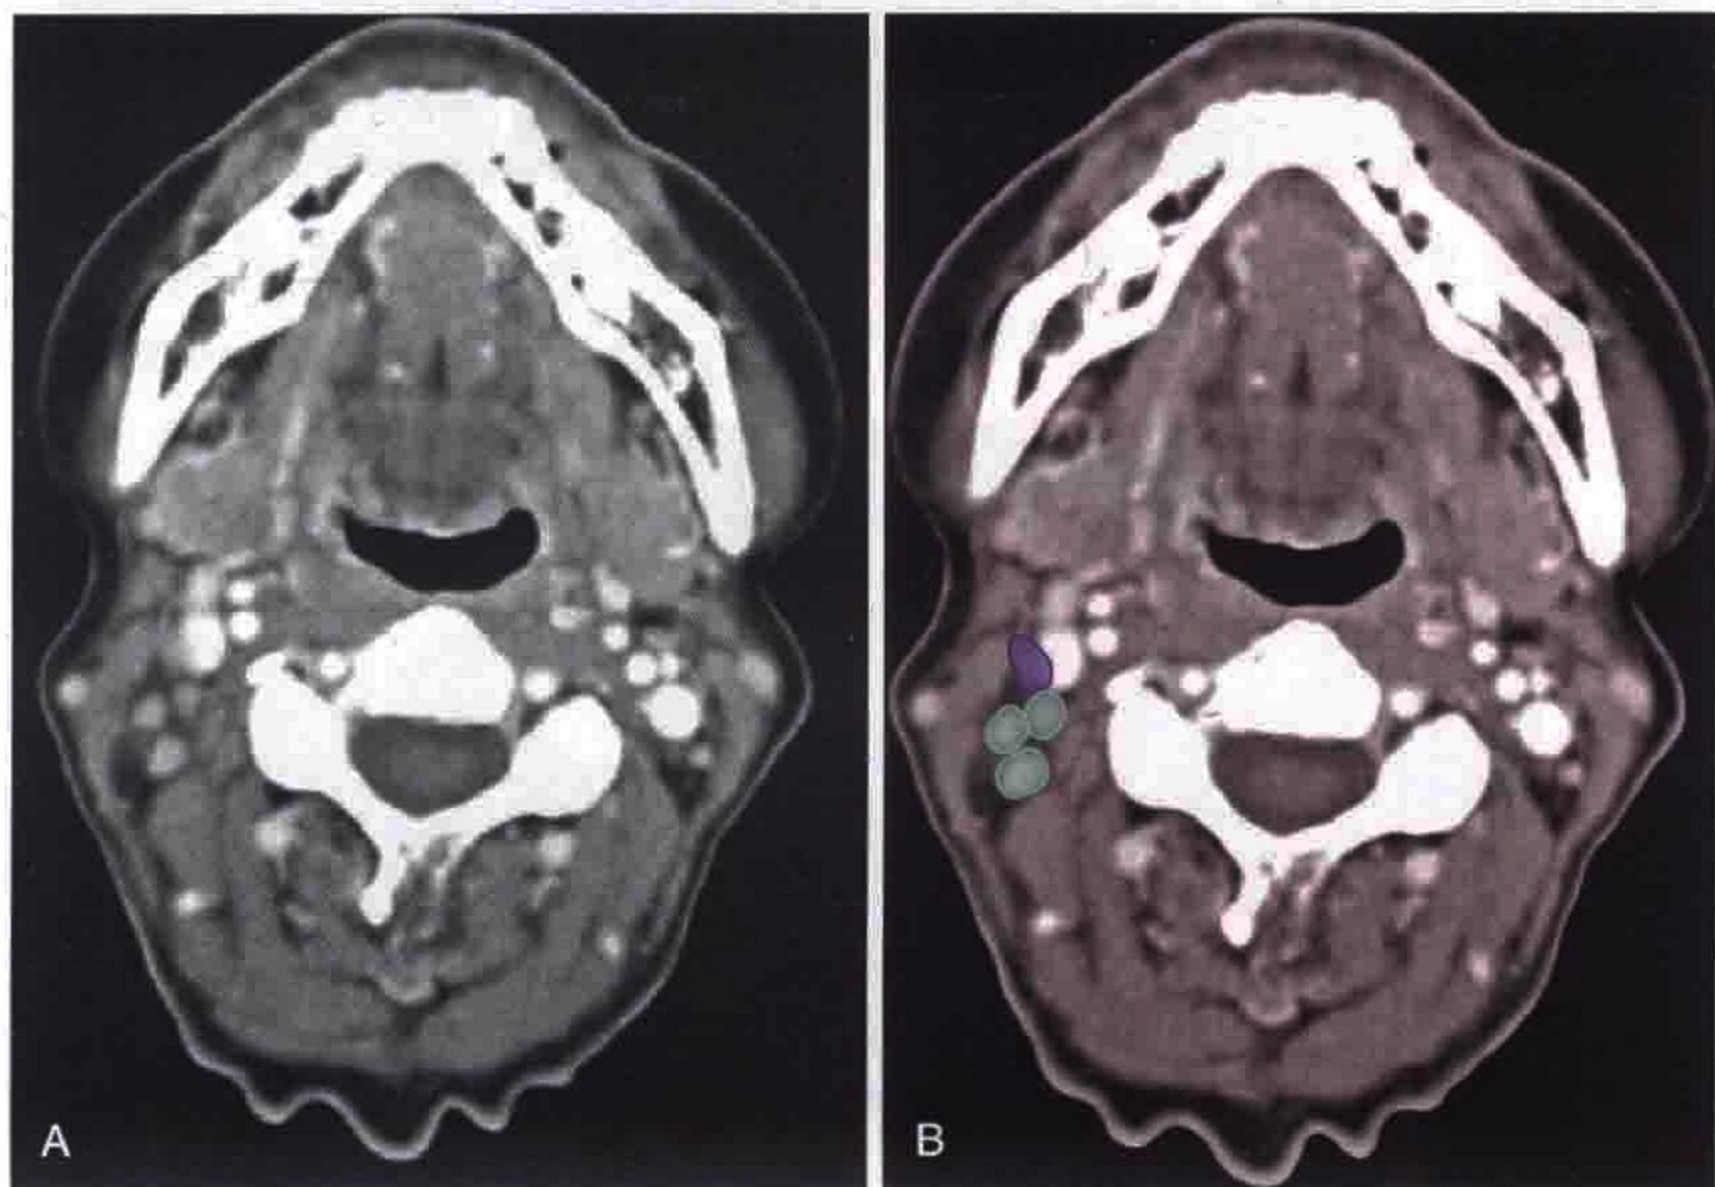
A. 横轴位 CT 增强扫描显示单个 II A 区淋巴结和多个 II B 区淋巴结。B. 淋巴结 II A 区和 II B 区被勾画出来
